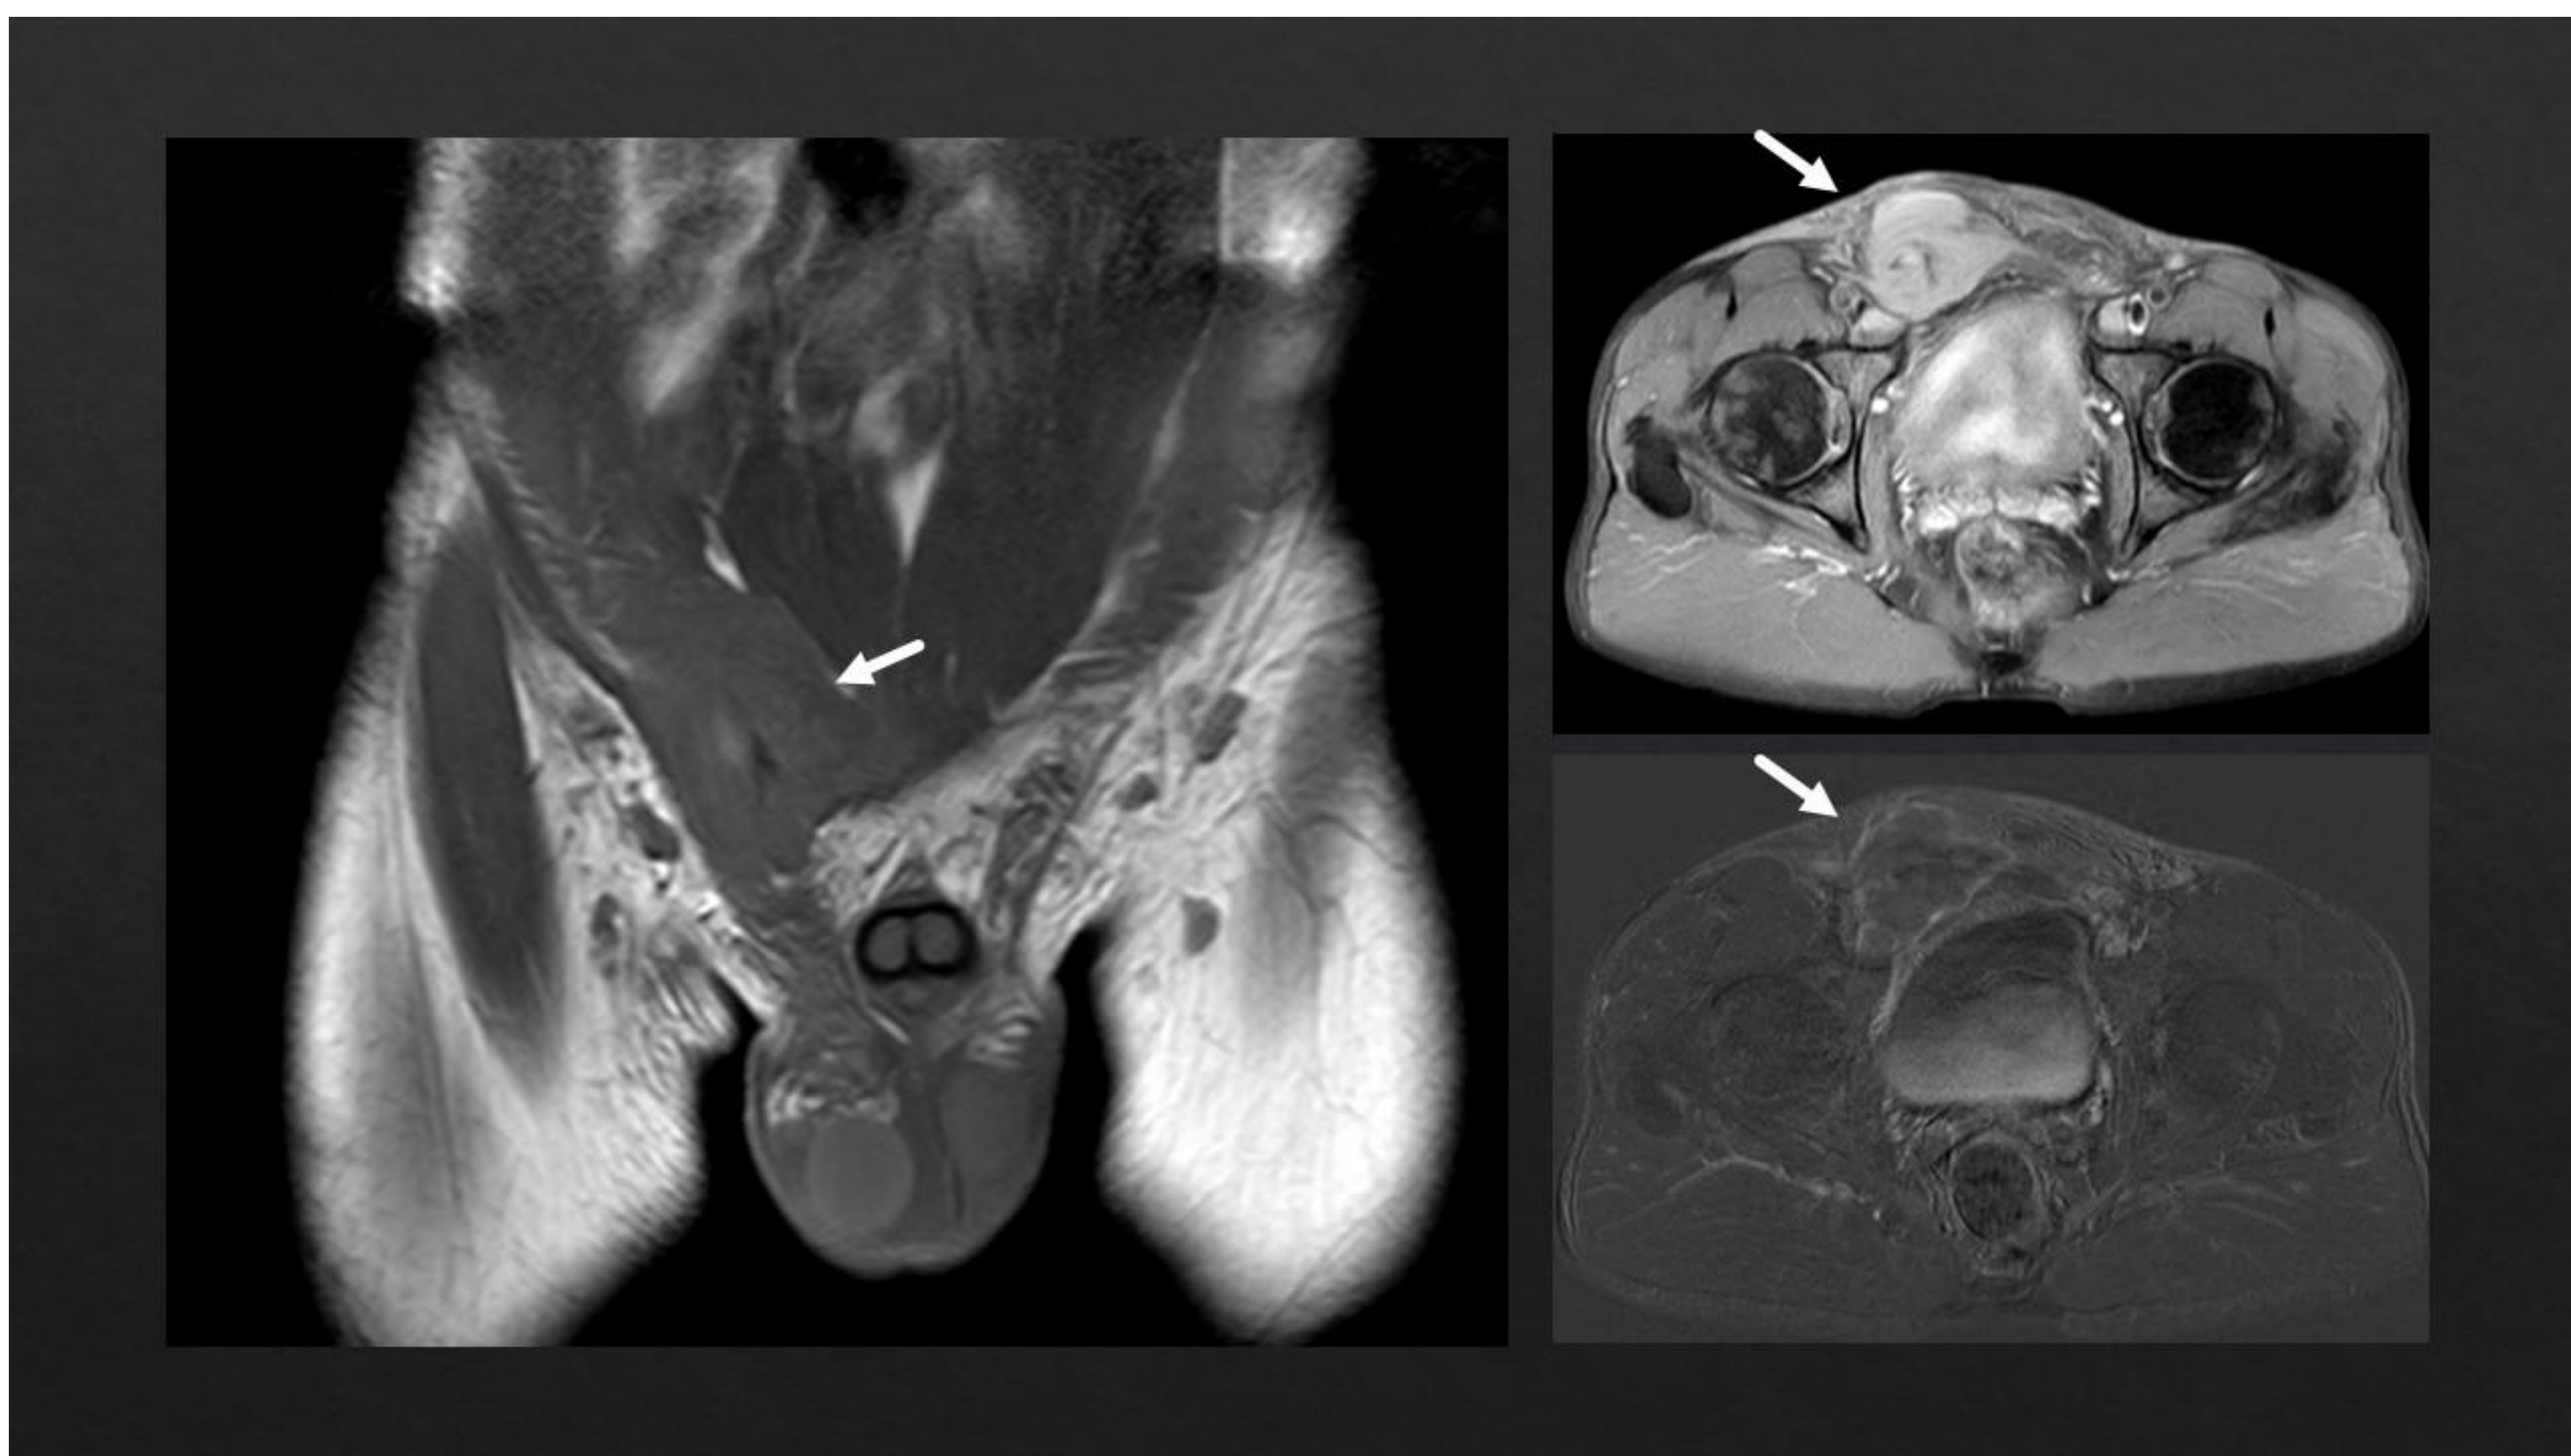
Rabdomiosarcoma.* RM de una paciente de 43 años con una masa infiltrativa con moderado realce periférico y necrosis central localizada en el conducto inguinal derecho.
